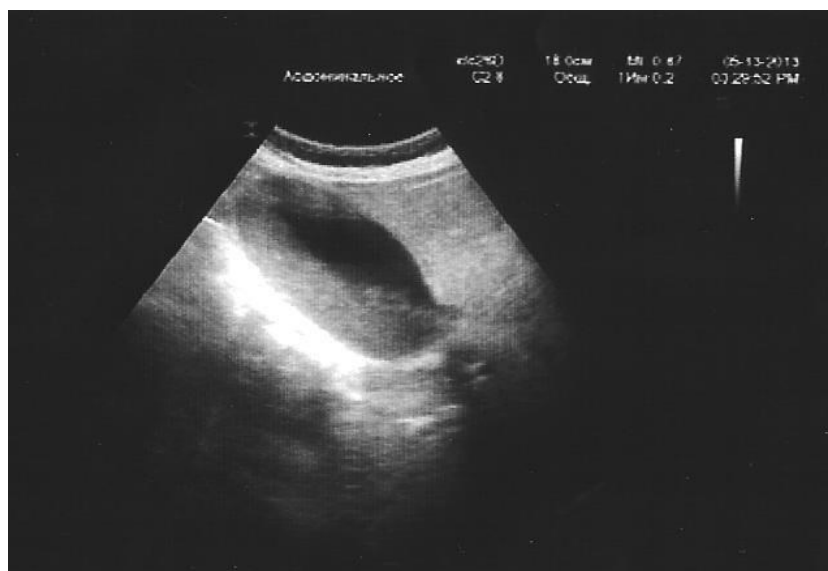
УЗИ желчного пузыря. БС 2 типа (уровень слабоподвижной засмазкообразной желчи)
